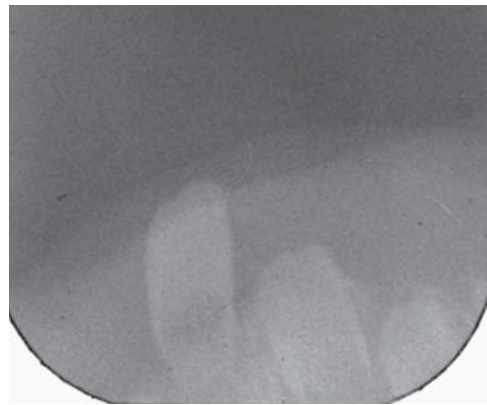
Radiografía de diente neonatal.
